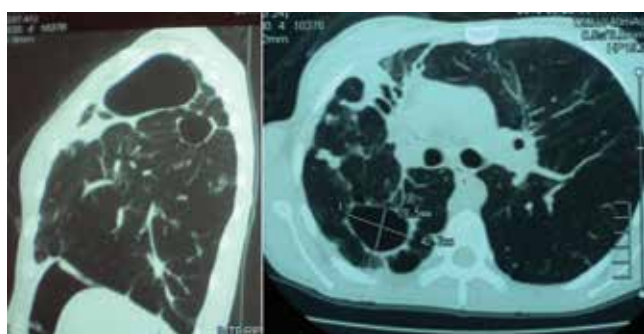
Пациентка Н. КТ от 22.03.2013 г., уменьшение каверны в 6-м сегменте справа (описание в тексте)
